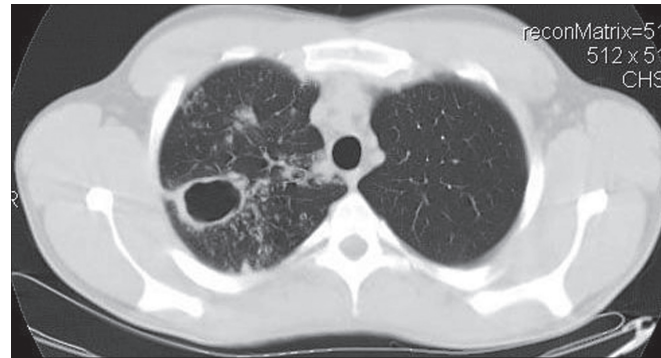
КТ-грамма при кавернозном туберкулезе.
